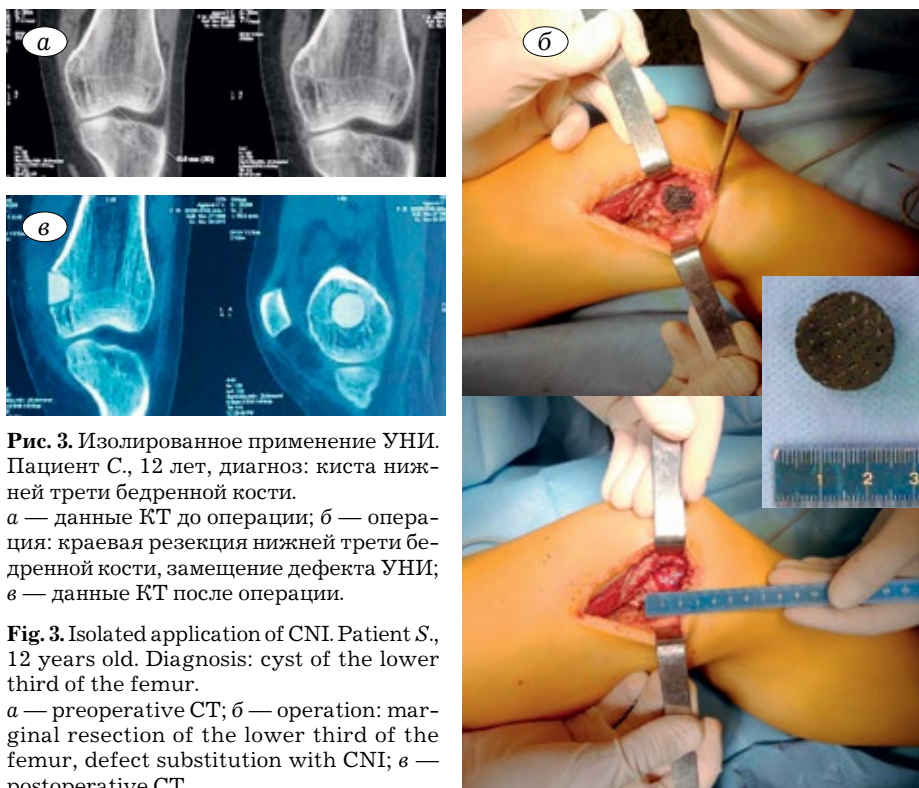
Изолированное применение УНИ. Пациент С., 12 лет, диагноз: киста нижней трети бедренной кости. а — данные КТ до операции; б — операция: краевая резекция нижней трети бедренной кости, замещение дефекта УНИ; в — данные КТ после операции.
